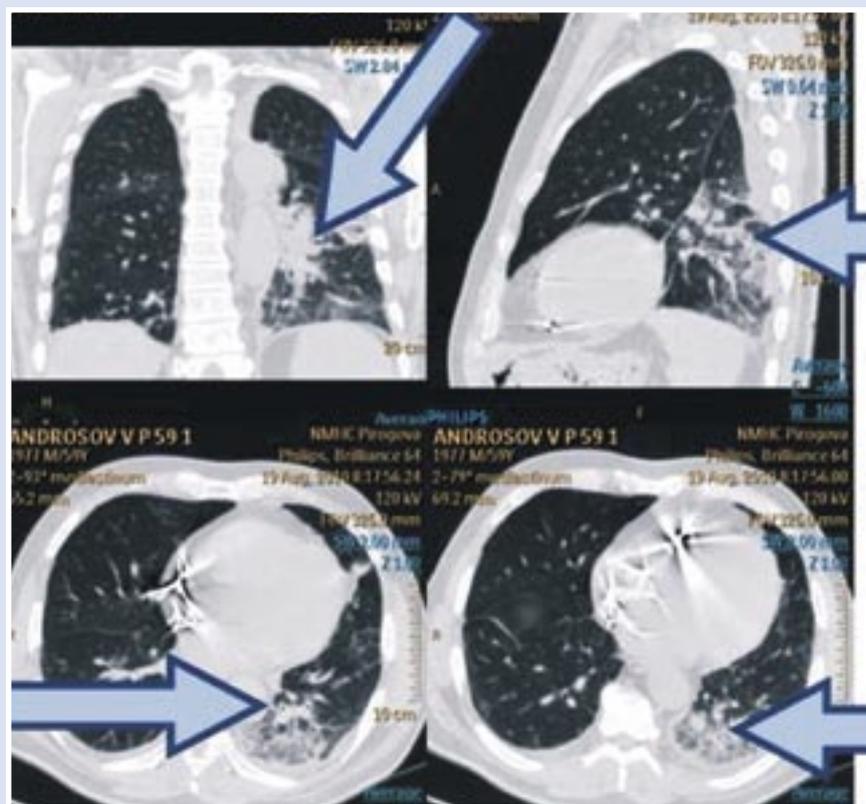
Компьютерная томография органов грудной клетки
